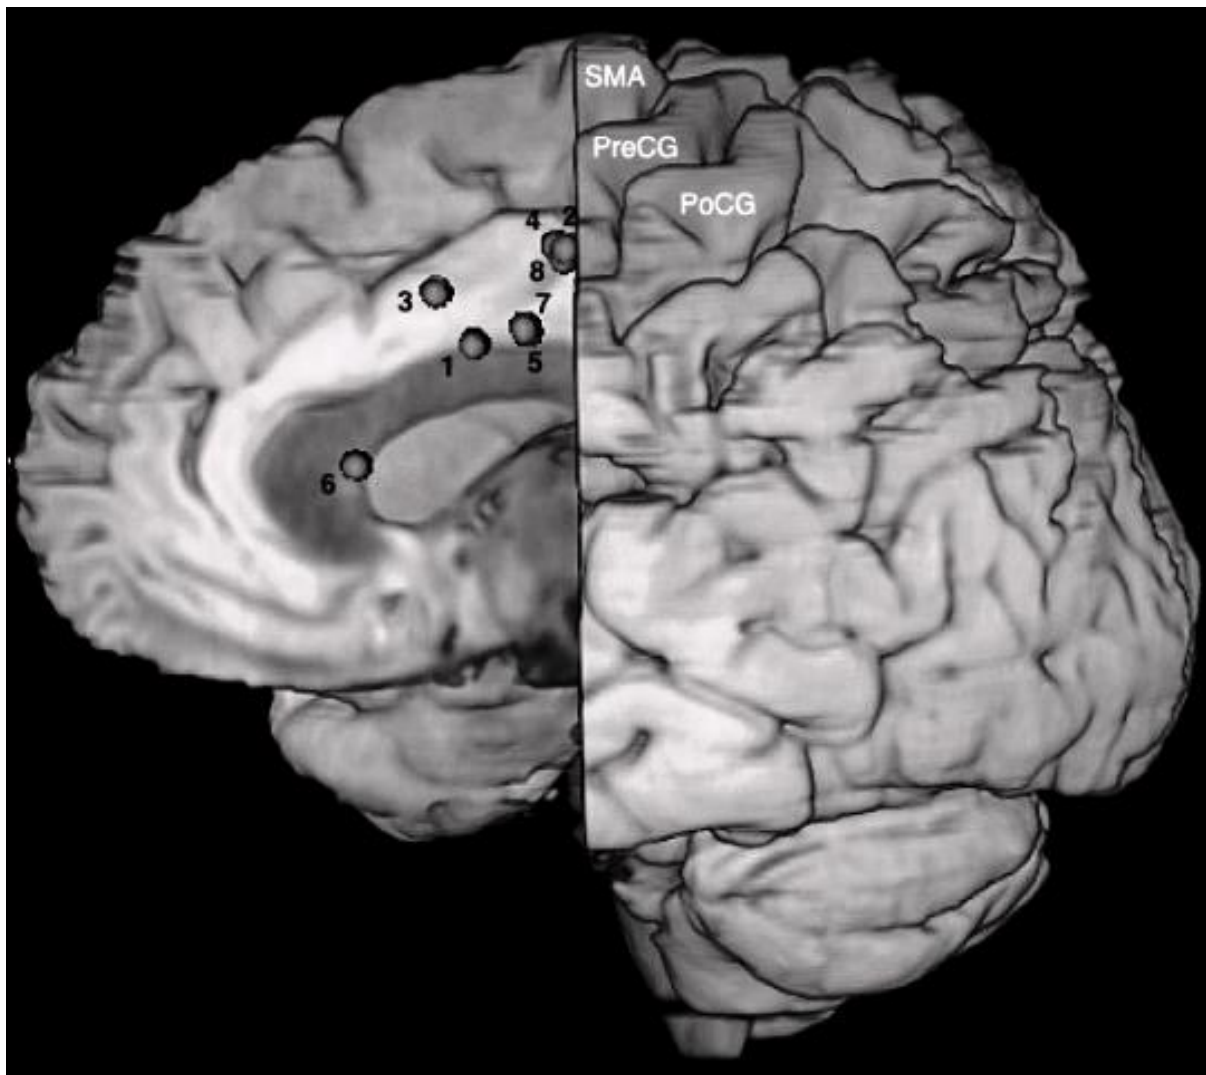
Projections des sites de stimulation sur une coupe sagittale d'IRM cérébrale.
